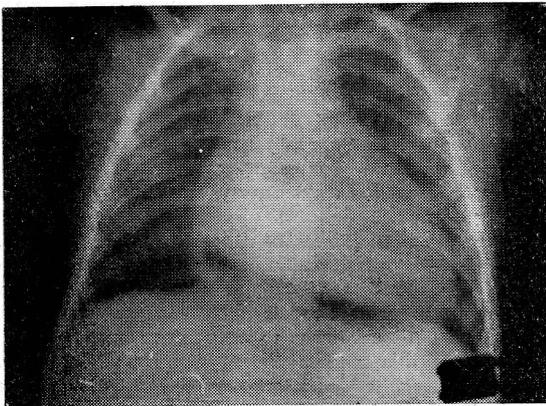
Rx. tórax postoperatoria inmediata. Neumopericardio. El diámetro transverso del corazón disminuyó francamente comparándolo con la radiografía anterior.
